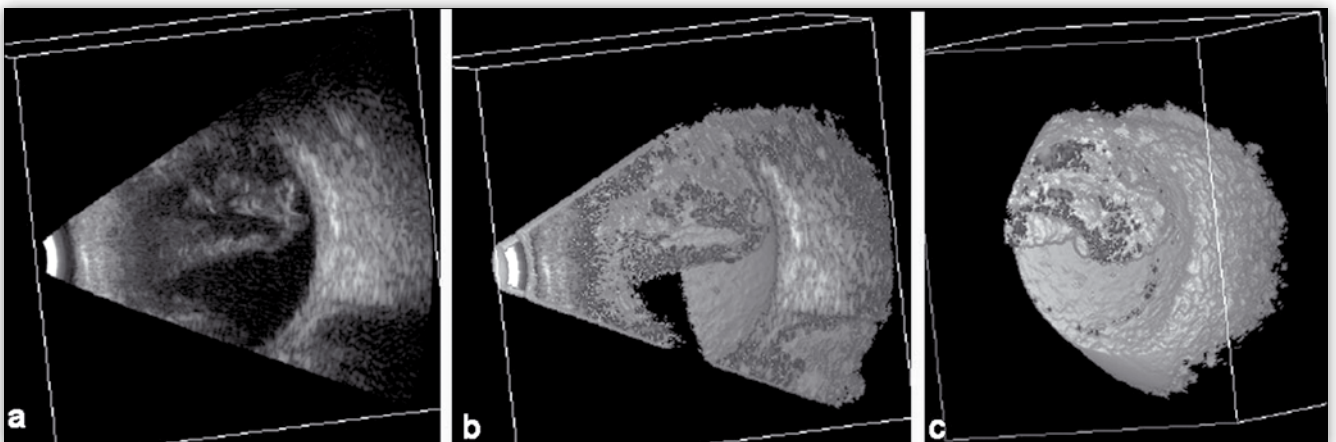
Obraz ultrasonograficzny garbiaka tylnego twardówki:
